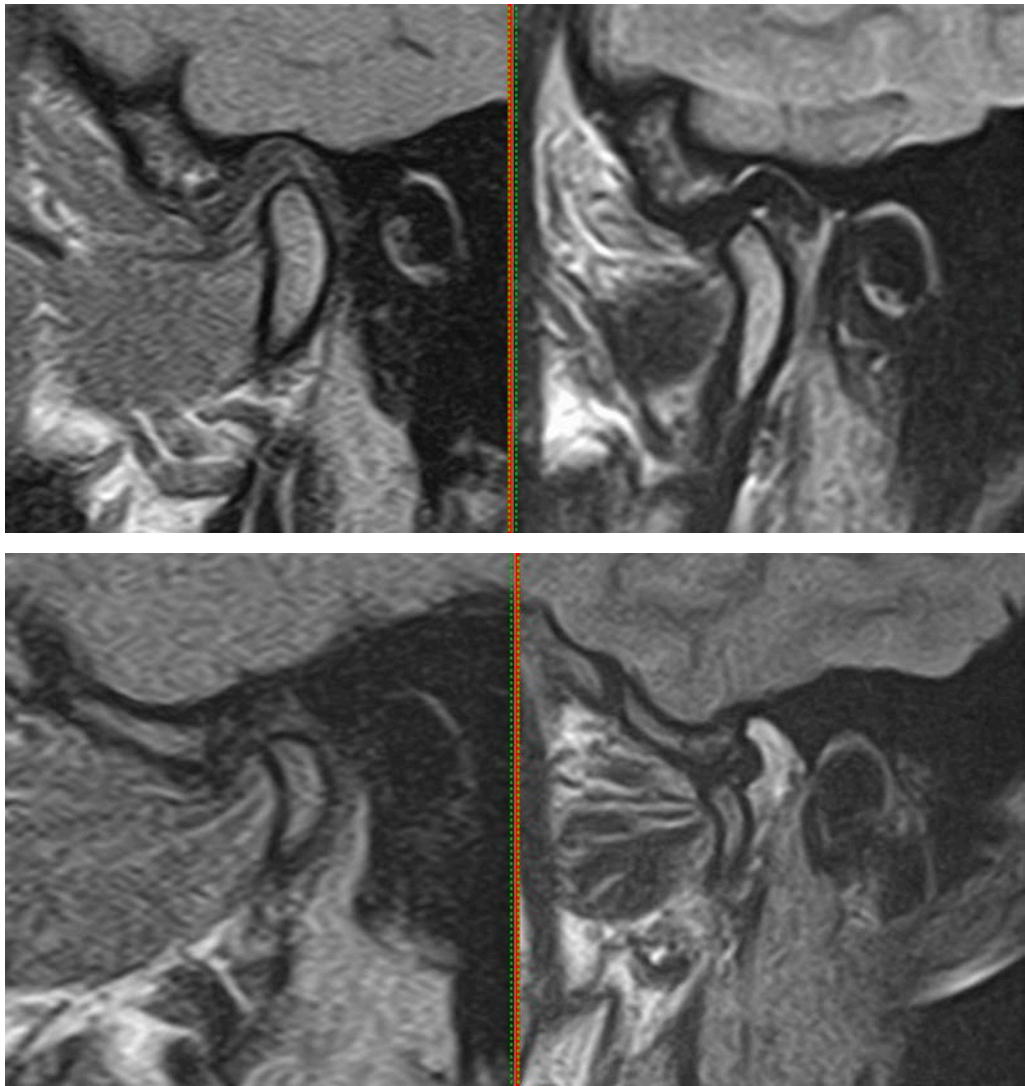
Данные МРТ ВНЧС пациентки после проведенного лечения
